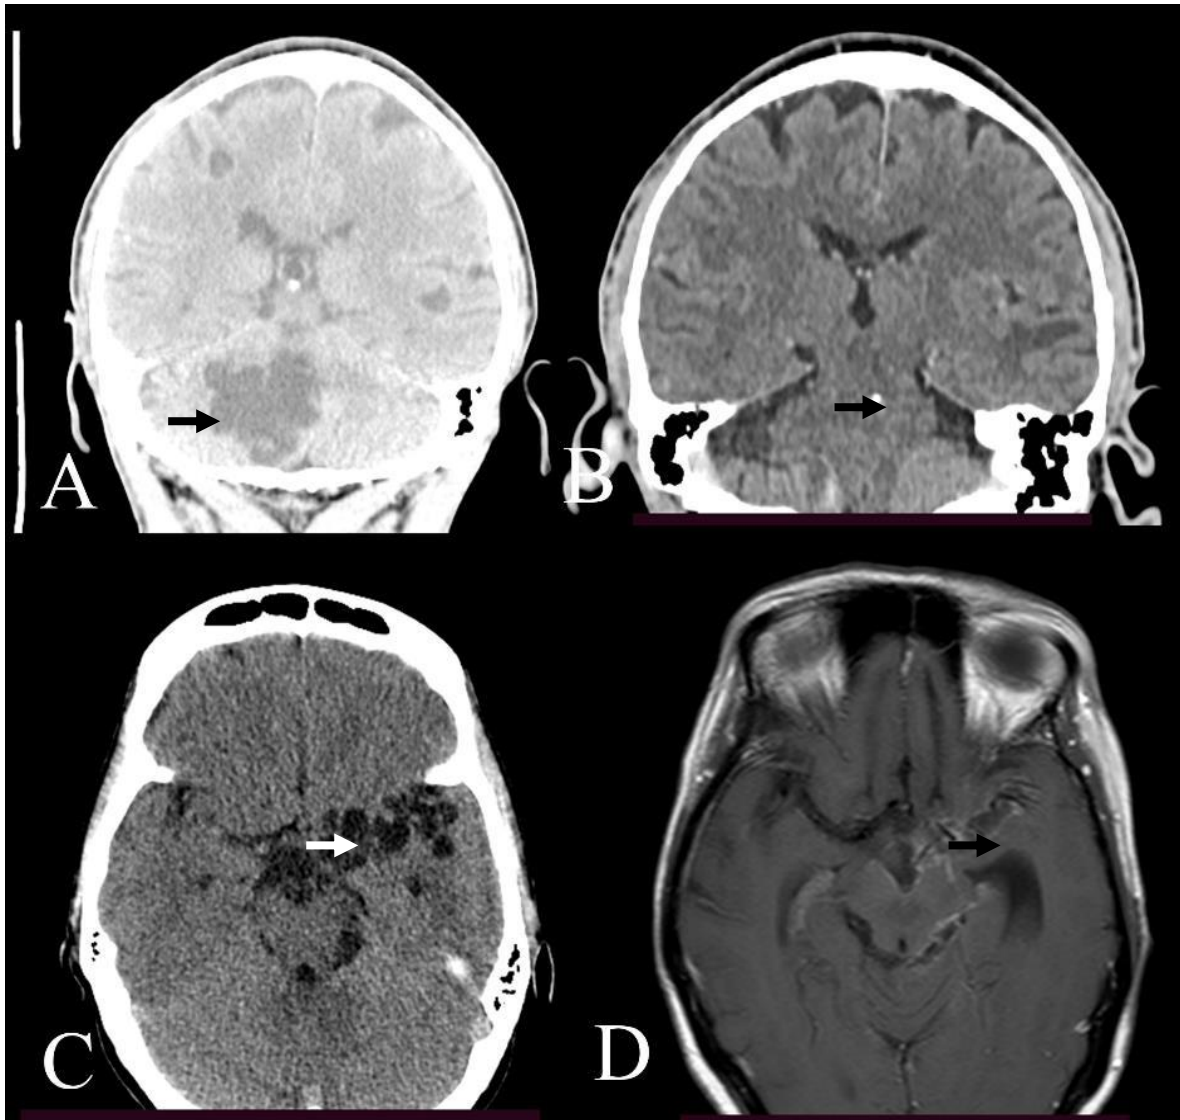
Scanner, IRM cérébrale d'une lésion racémeuse polylobée du cervelet (A) se cicatrisant sous forme de calcification (B) et une lésion racémeuse en grappe de raisin dans la vallée sylvienne gauche (C) en régression complète (D) après traitement
